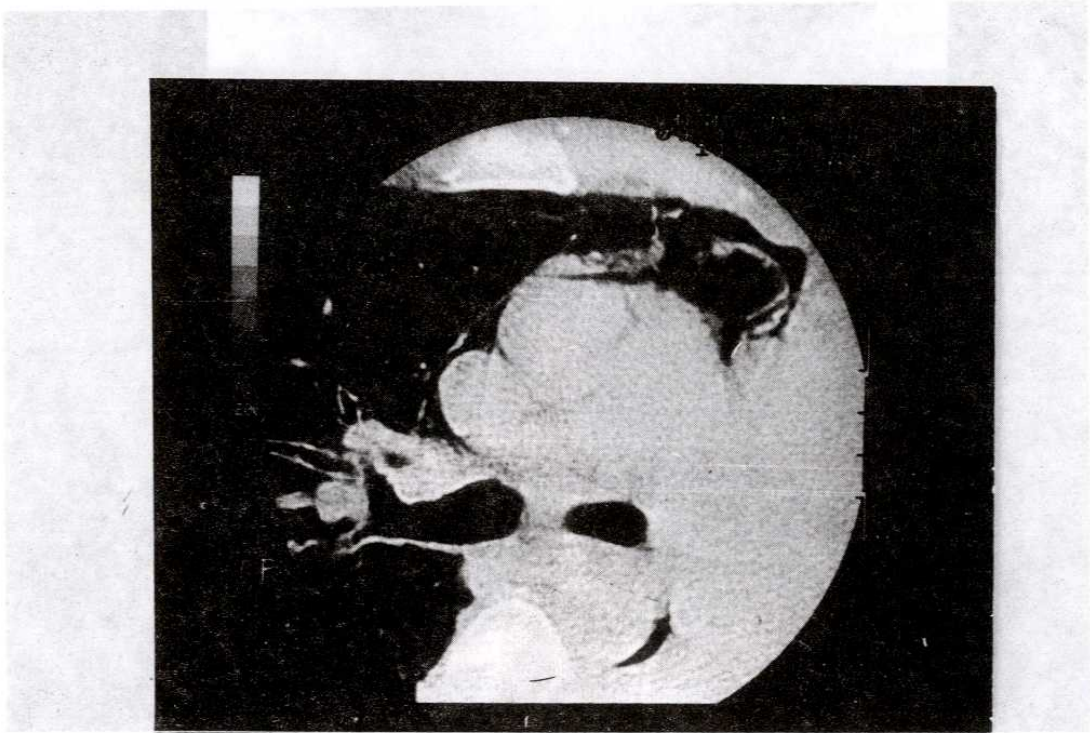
YP + BT: Subkarinal bölge hava ile disseke edilmiş (Tümöral invazyon yok)
